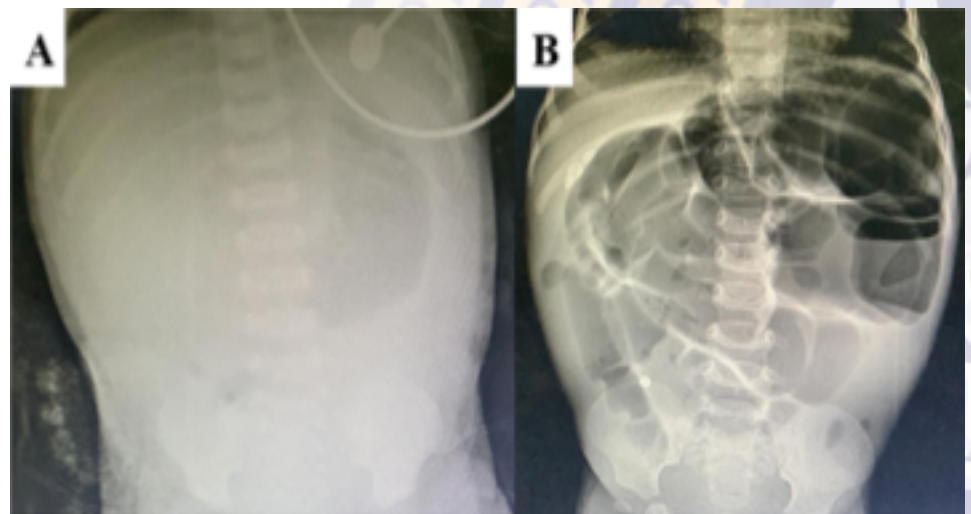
A. Radiografía de abdomen postoperatoria donde se observa el intestino acortado y dilatado. B. Radiografía de abdomen a los 2 años 2 meses de edad con crecimiento intestinal y dilatación de sus asas.
